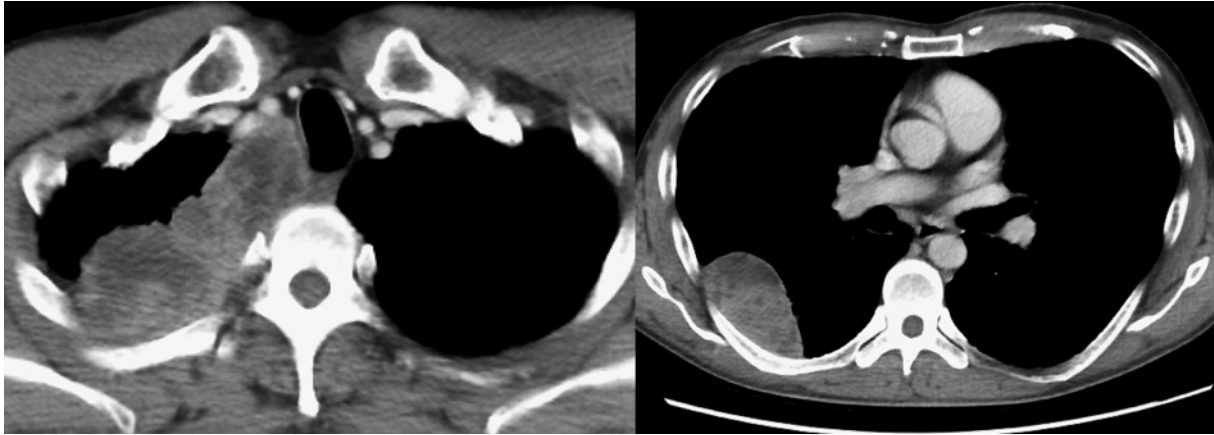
Chest CT demonstrating a tumor in the upper lobe of the right lung.
